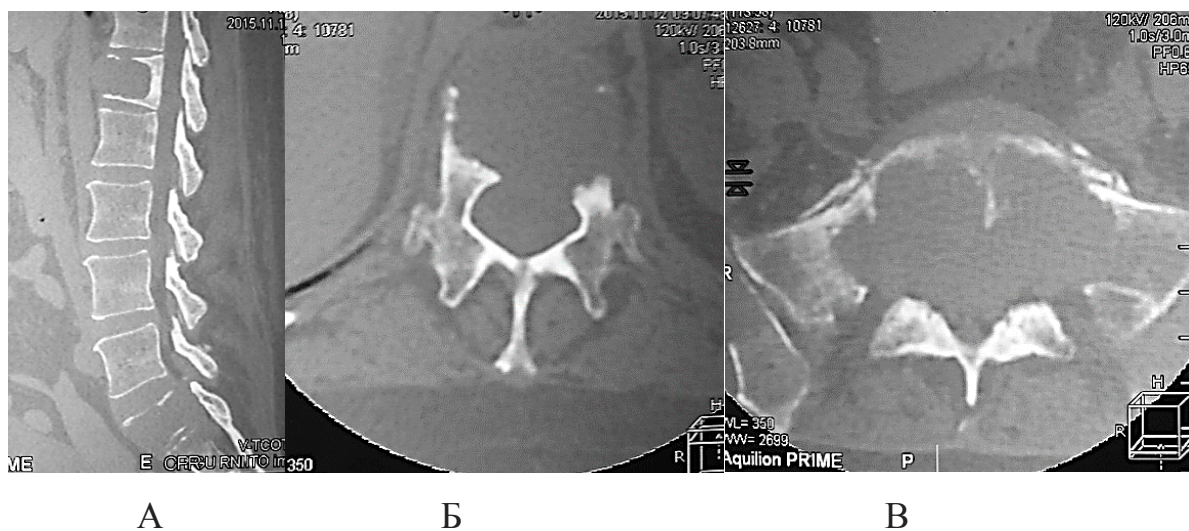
КТ пациента с метастазом рака почки: А – сагиттальный срез, наличие поражения L1 и S1 позвонков; Б, В – аксиальные срезы КТ L1 и S1 позвонков
